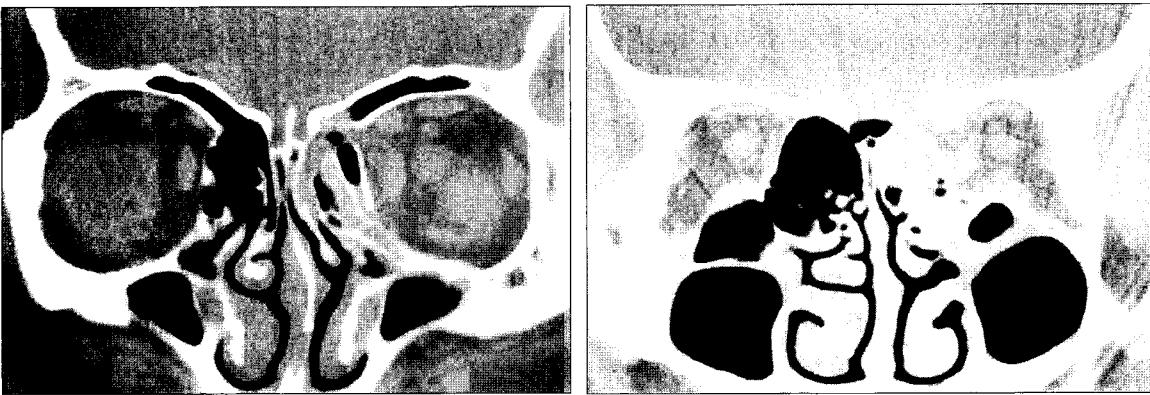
A false anatomical reconstruction of the left medial orbital wall. Postoperative CT planes show (Left) an excellent result on the anterior plane of the coronal section (Right) but a poor result on the posterior plane.
